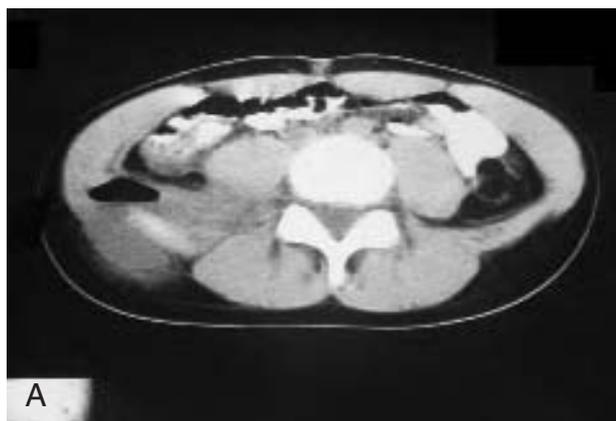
A) TC en la que se observa el nivel aéreo, sobre pala ilíaca derecha. B) TC en la que se puede apreciar el aumento de tamaño del músculo psoas y la presencia de gas en su espesor.
